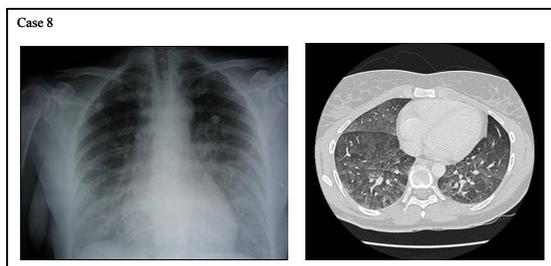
Exemple d'une radiographie thoracique et d'une tomodensitométrie réalisées dans les 6 heures qui suivent l'émersion chez le patient n°8. L'imagerie met en évidence un syndrome alvéolaire bilatéral au niveau des bases.
